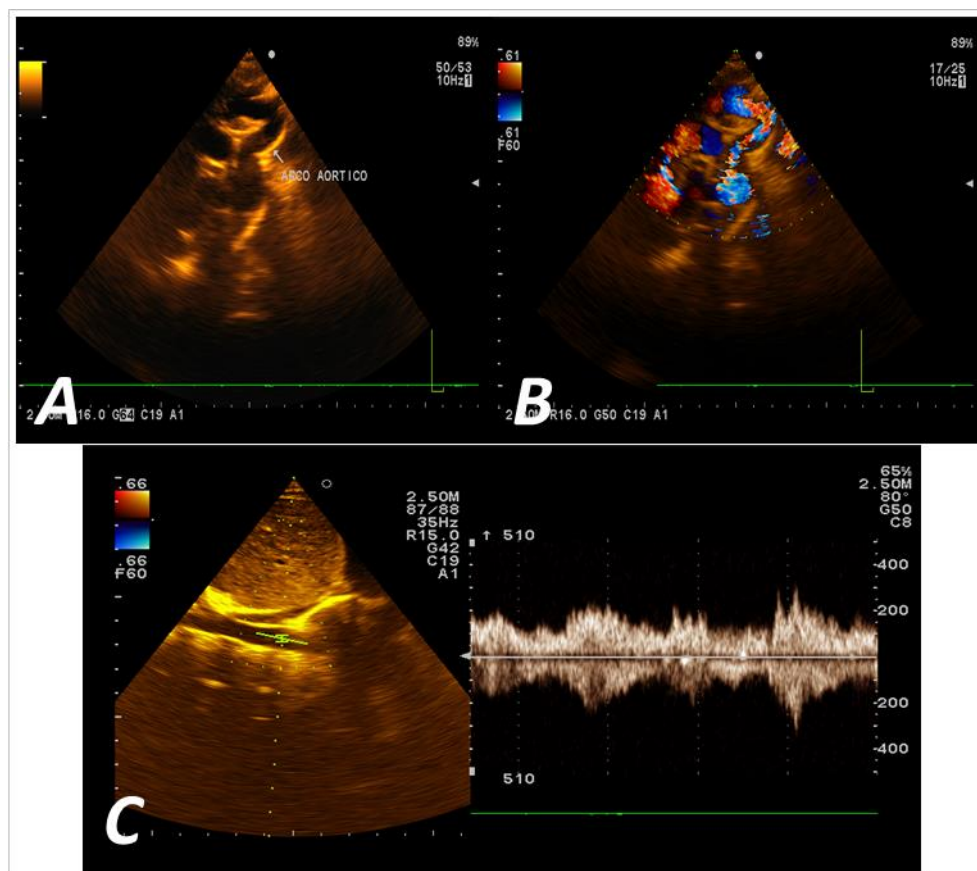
A. Arco aórtico (modo B). B. Doppler color. C. Flujograma continuo en aorta abdominal.
